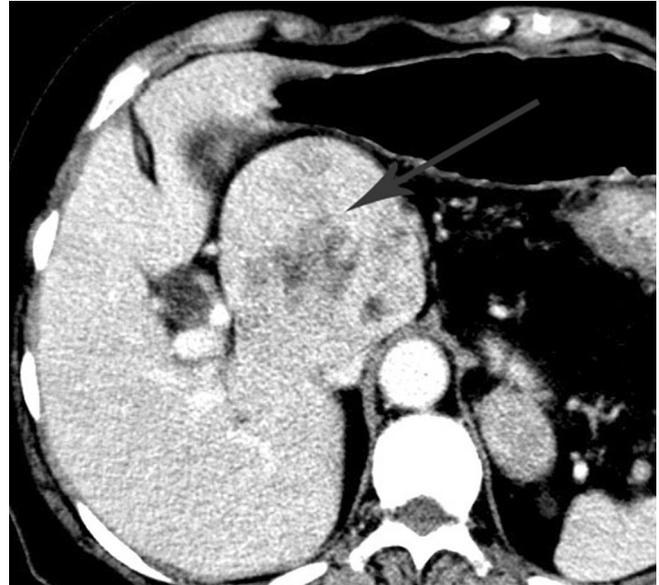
Tomografía computada con contraste por vía intravenosa que demuestra lesión en el lóbulo caudado de 8 cm en su diámetro mayor.
